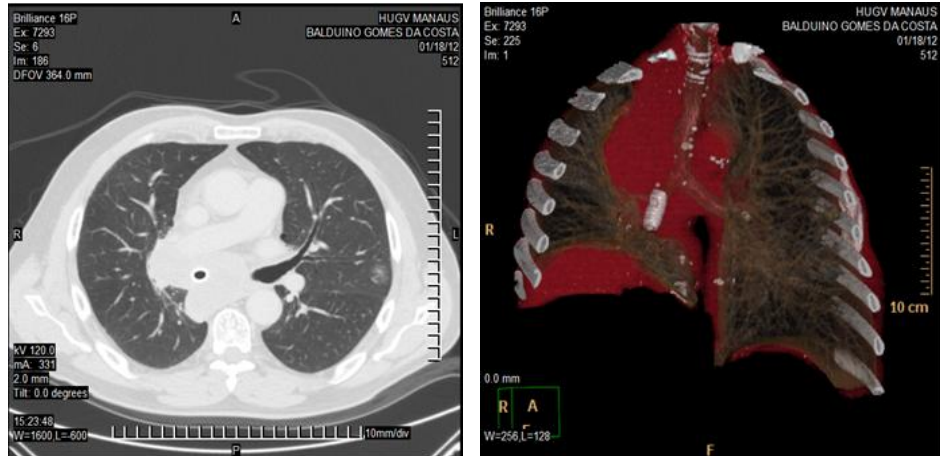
TC antes e depois da cirurgia no sujeito 001
